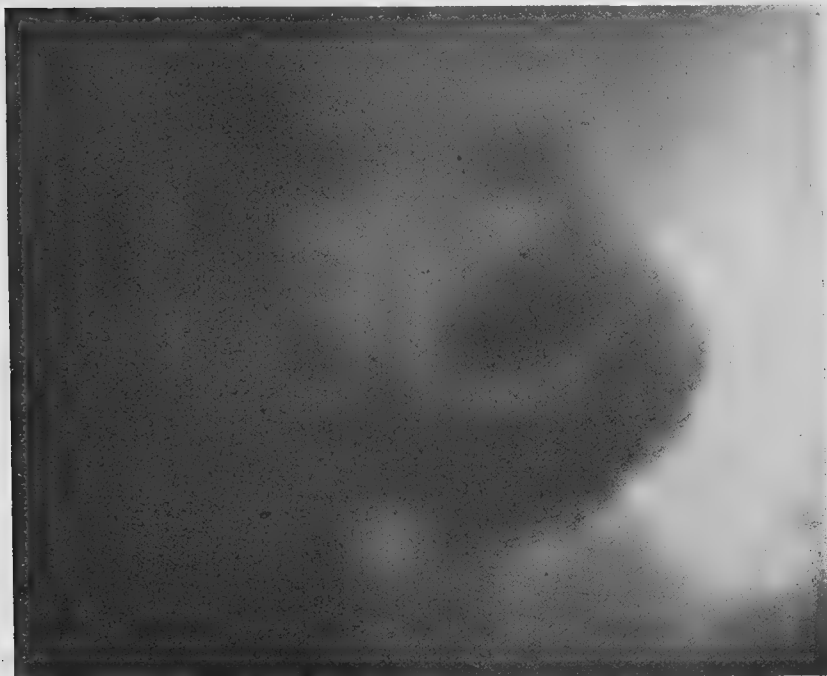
Vue du diverticule sur une radiographie prise d'arrière en avant.
